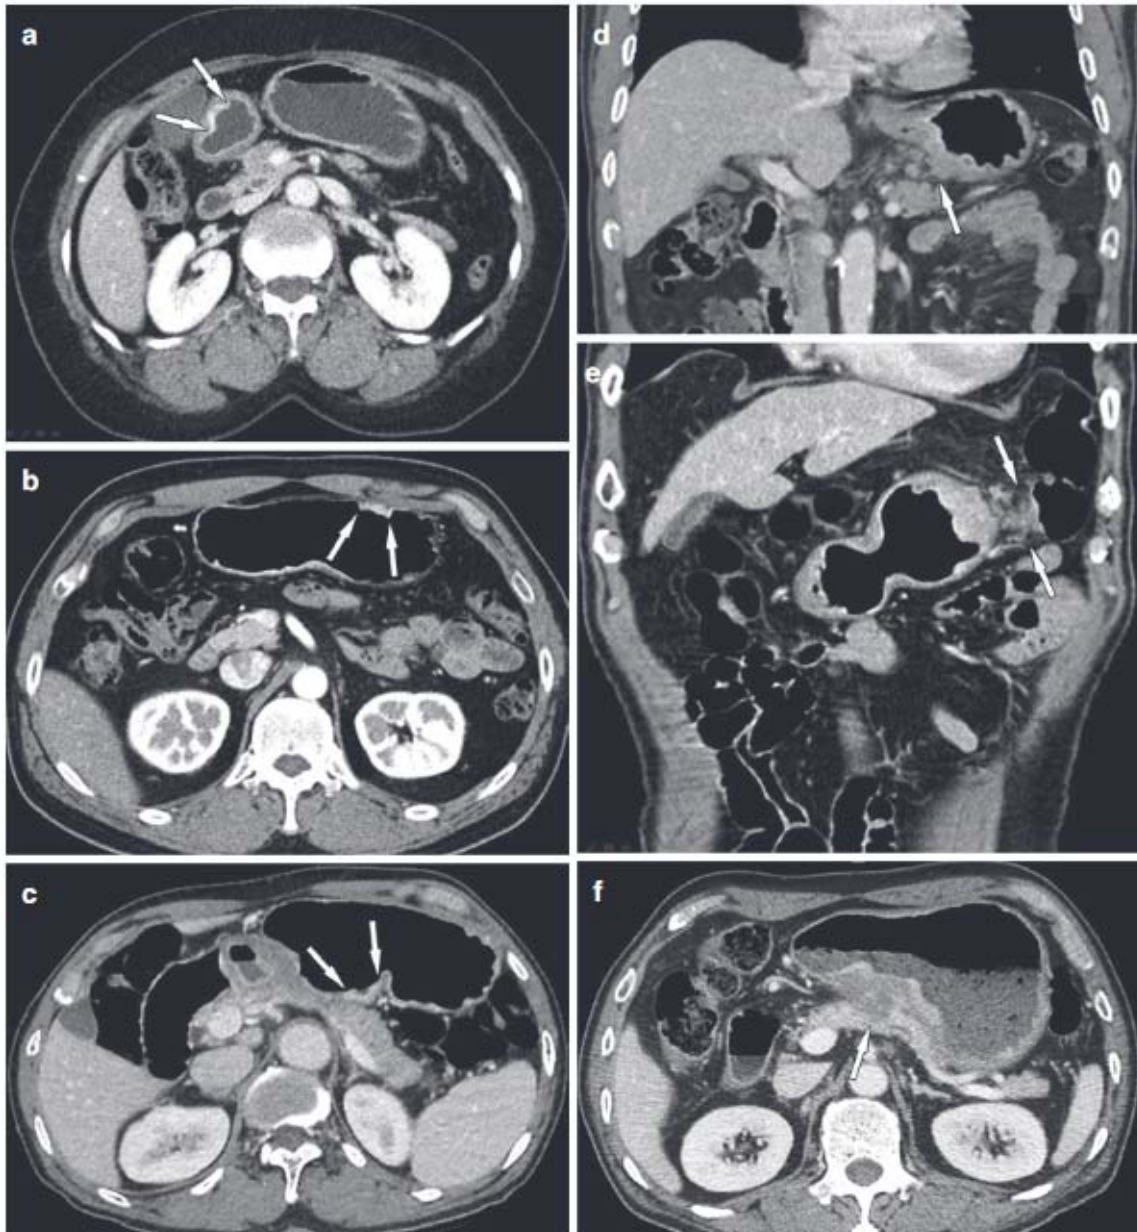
2 Stades T1 - T4 du cancer gastrique. (a) l'image transversale de la TDM montre un cancer de stade T1b non transmurale dans l'antrum proximale (flèches). (b) l'image transversale de la TDM montre un cancer du stade T2 (flèches), une lésion ulcéro-végétante au milieu du corps sans extension péri-gastrique. (c) l'image axiale de la TDM montre un cancer gastrique stade T3 (flèches), avec une infiltration minimale du tissu adipeux péri gastrique dans l'angle gastrique. (d) la coupe frontale montre un cancer du stade T4A (flèche), avec épaissement de la paroi du haut du corps avec une infiltration du tissu adipeux péri gastrique. (e) la coupe sagittale montre un cancer de stade T4B (flèches), infiltrant le côlon transverse distal. (f) la coupe transversale montre un cancer de stade T4B (flèche), un cancer avancé avec l'extension au corps pancréatique.
